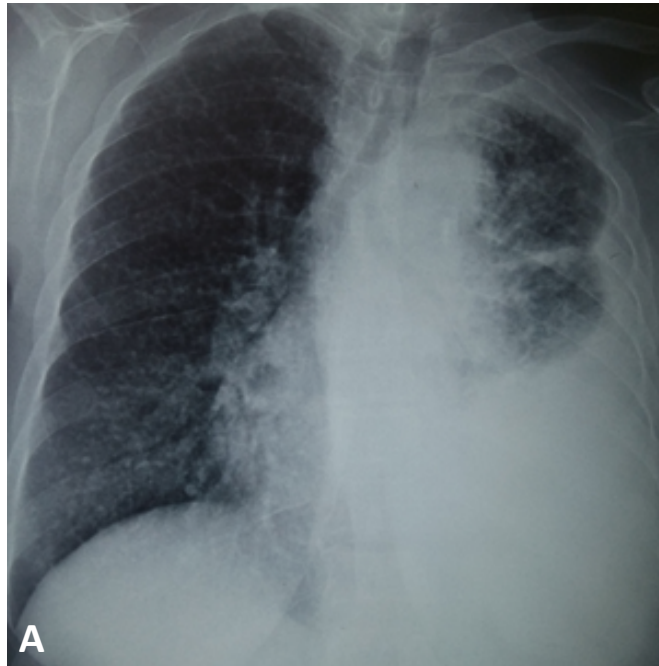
Radiographie thoracique de face montrant une opacité basale homogène et une cavité de l'hémichamp thoracique supérieur gauche « (image de notre série)
